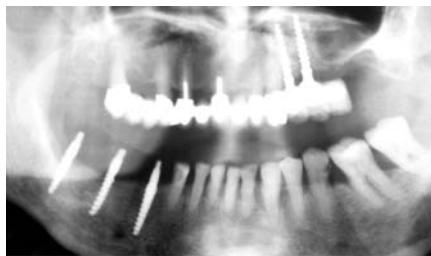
Röntgenkontrollaufnahme nach Insertion.
